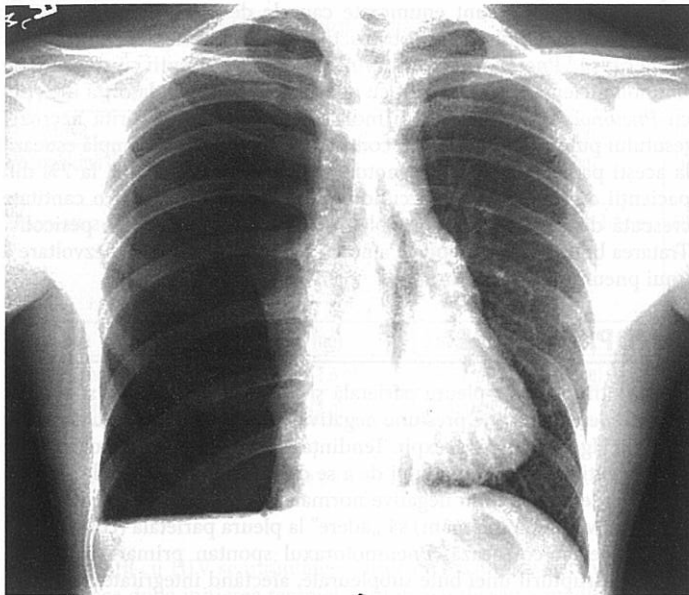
Hemopneumotorax spontan. Radiografia toracică în poziție verticală a unui băiat de 19 ani, student, cu hemopneumotorax spontan. Observați nivelul mare de aer și lichid în porțiunea inferioară a hemitoracelui drept, respectiv colabarea completă a întregului plămân drept.
